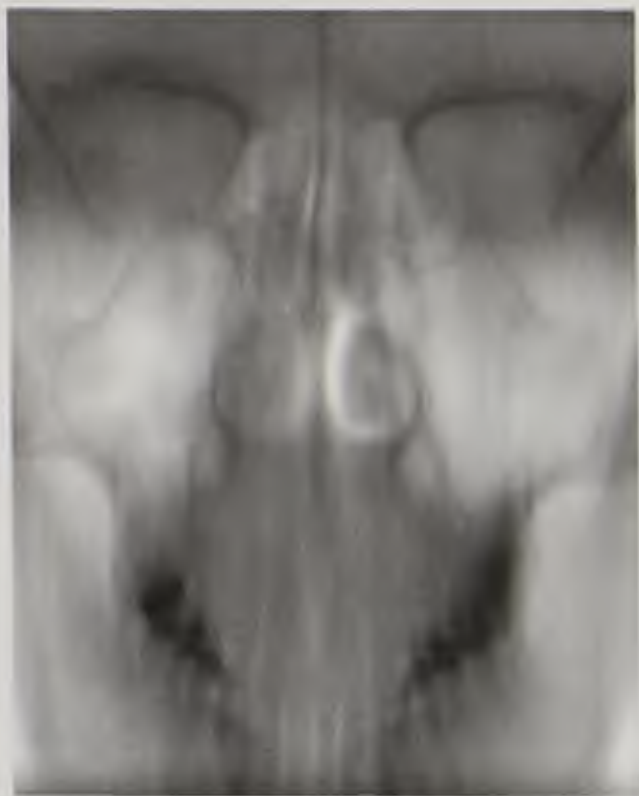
Линейная томограмма околоносовых пазух. Полипы верхнечелюстных пазух
